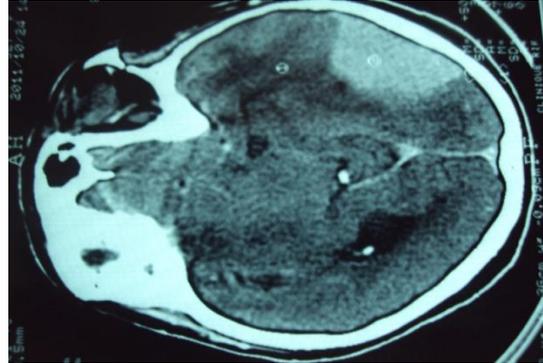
TDM cérébrale avec injection du produit de contraste, en coupes axiales, montrant une hémorragie cérébro-méningée
